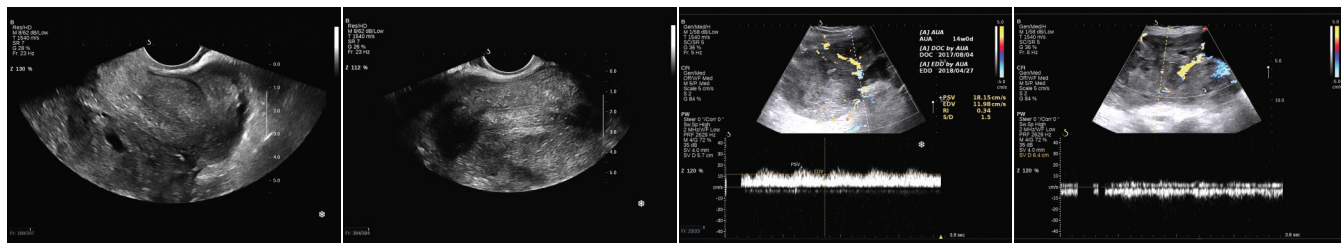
经阴道超声子宫纵切面观示中央为后位子宫,周围被不均质回声包绕
